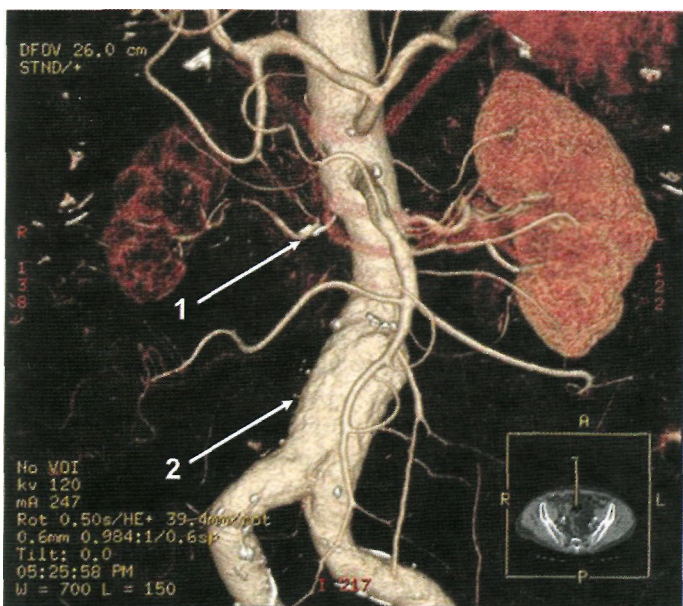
МСКТ-аортография, демонстрирующая окклюзию правой почечной артерии (1) и аневризматическое расширение инфраренального отдела аорты (2).
